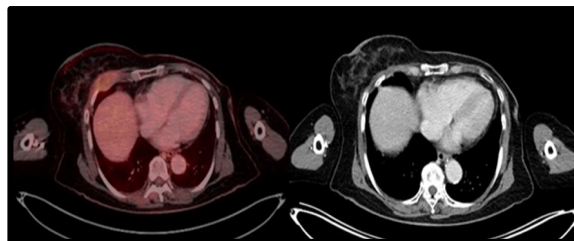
A (PET-CT de 31/08/2019)
